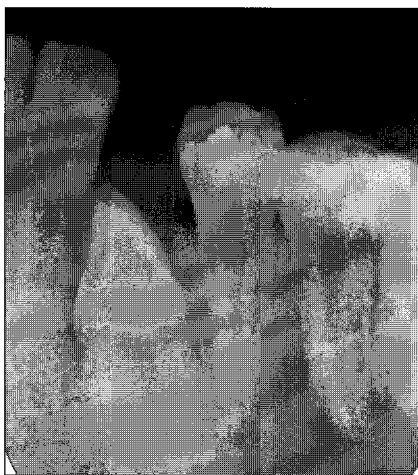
Periapical view in 2 months after operation
